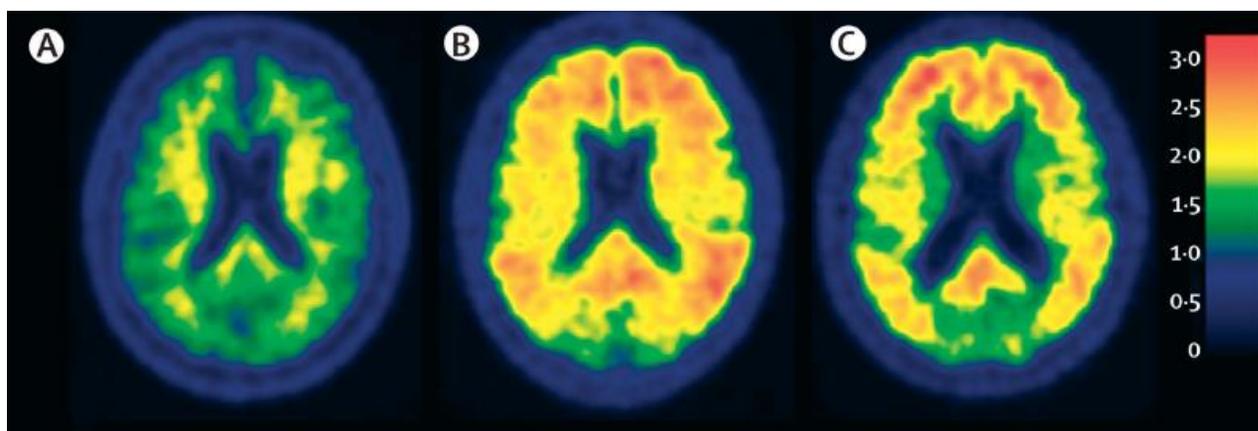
Imagem de PET para biomarcador Amiloide. Figura adaptada de (Jack *et al.*, 2010).
